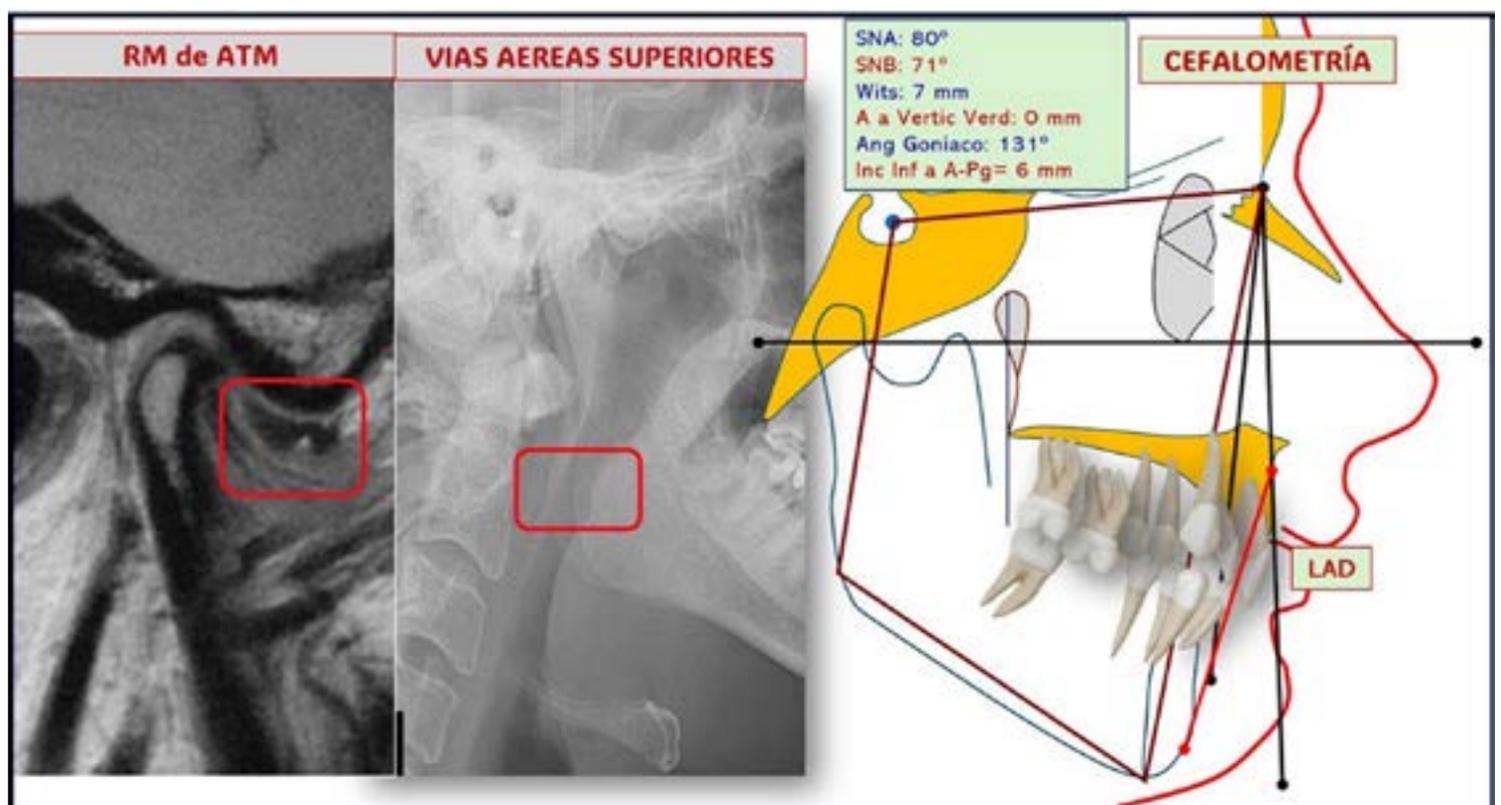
El análisis oclusal anterior, combinado con el análisis digital cefalométrico, las vías aéreas superiores y la RM de la ATM. ¿Está el dentista general capacitado para entender toda esta información?
